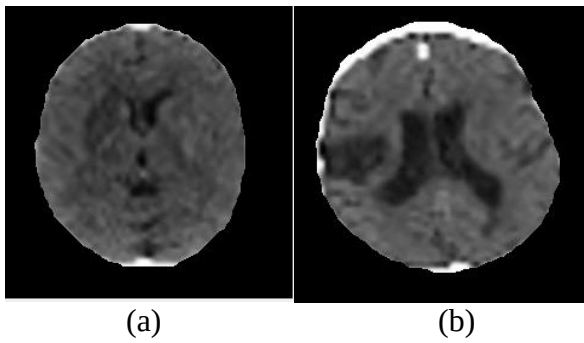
(a), (b) Beyin aksiyal BT örnekleri; (a1), (b1) Kontrast iyileştirme işlemi sonrasında BT görüntüleri
